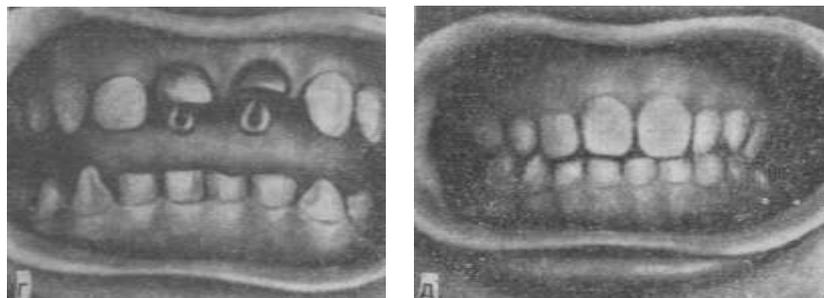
Посттравматический дефект $\overline{11}$ у больного 12 лет. а — до лечения: субтотальные дефекты $\overline{11}$; б — рентгенограмма $\overline{11}$; в, г — восстановление коронок $\overline{11}$ с помощью колпачково-штифтовой конструкции; д — после лечения.
